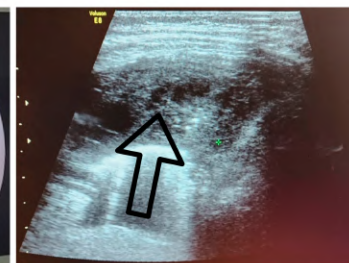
УЗИ легких. Дренажированные микроабсцессы
